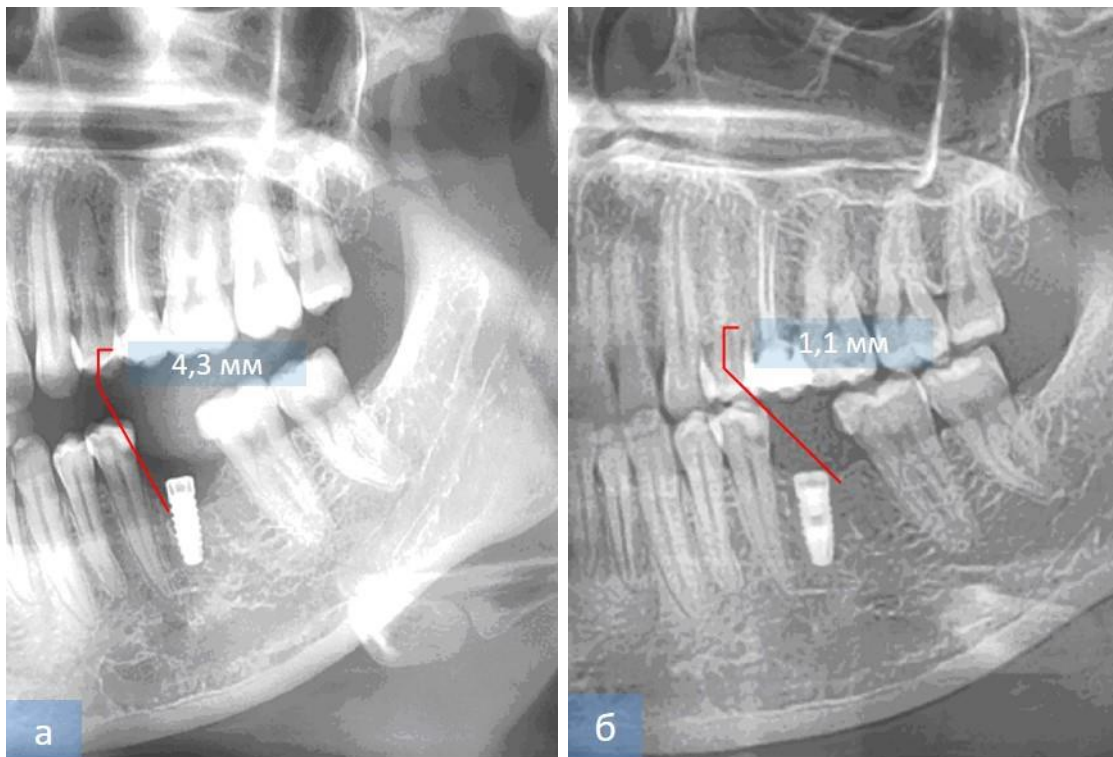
Результаты рентгенологического исследования до (а) и через 6 месяцев после (б) операции по ремоделированию периимплантной зоны, рентгенологический снимок слева выполнен через 12 месяцев после установки дентального имплантата, в течение всего этого периода имплантат находился без функциональной нагрузки
